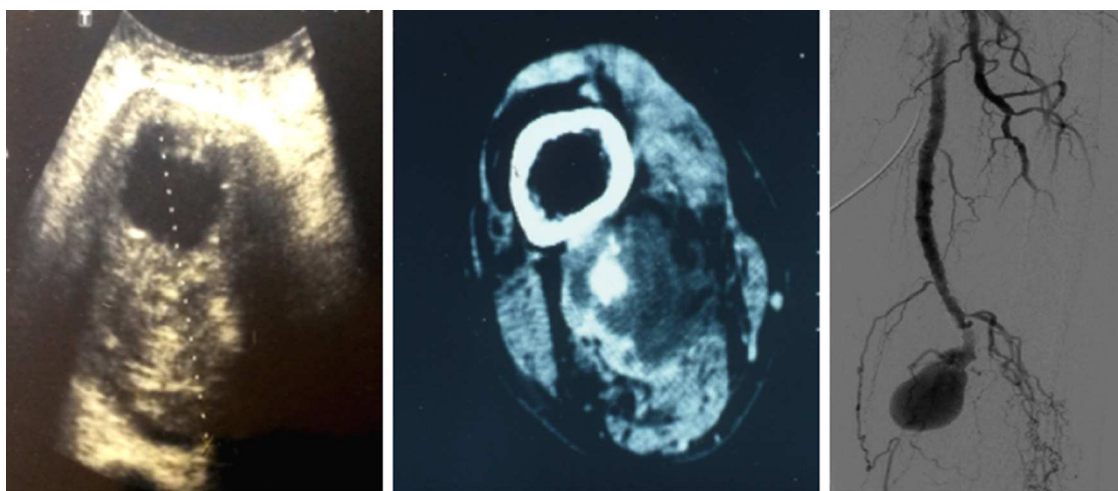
Imágenes de eco-doppler, angio-TAC y arteriografía, respectivamente, que muestran distintos casos de aneurismas poplíteos rotos.
